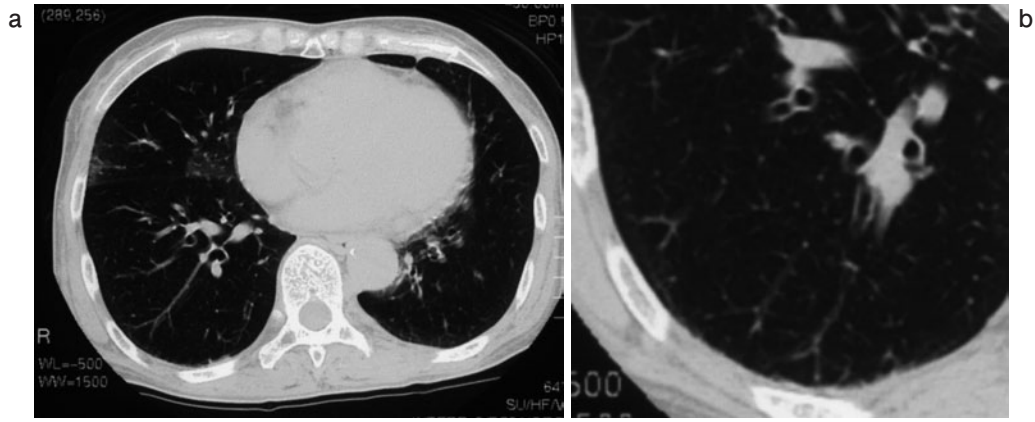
入院時胸部CT. びまん性小葉中心性粒状陰影 (a, b), すりガラス影と気管支壁肥厚 (a) を認める.
